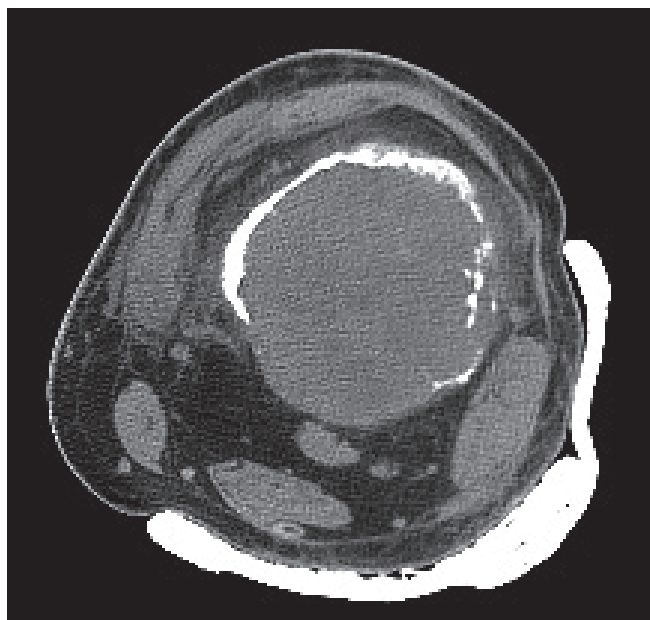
Пациент В., 58 лет. Диагноз: остеосаркома дистального отдела левой бедренной кости T2N0M0 G3 2-й ст. Компьютерная томограмма левого бедра
